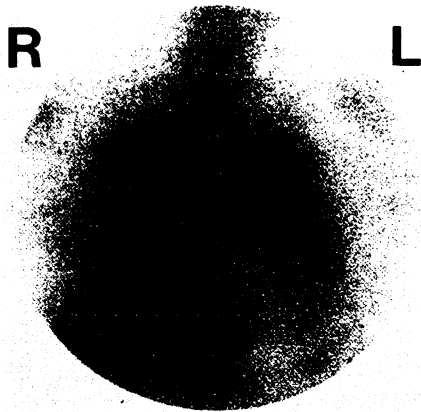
AIDS-Patient mit pulmonalem Kaposi-Sarkom: a) Normalbefund im <sup>67</sup>Ga-Szintigramm (LWQ 0,9), b) pathologischer Röntgenbefund.
